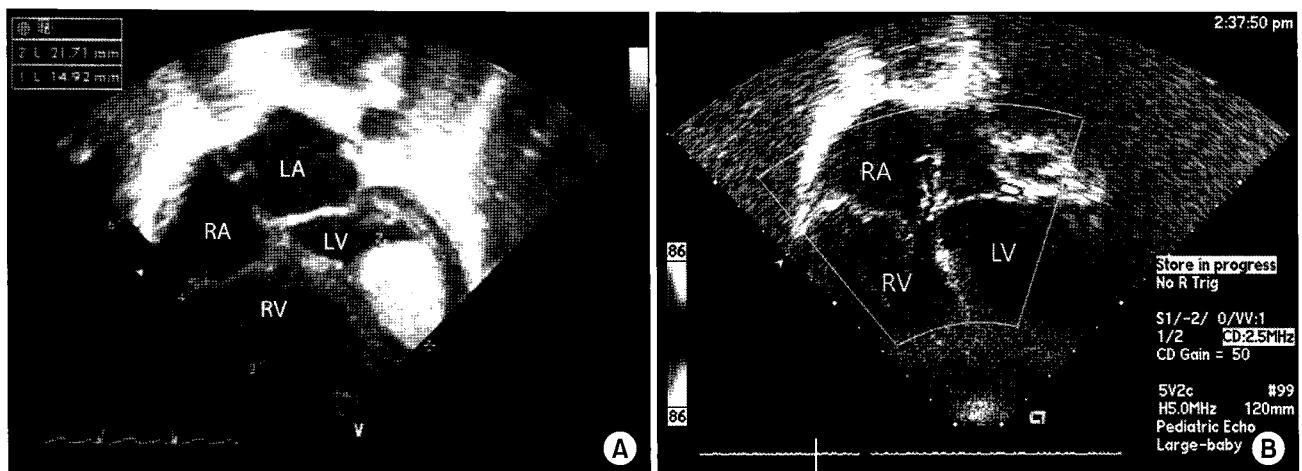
Serial follow-up echocardiogram revealed initial huge mass in the left ventricle arising from ventricular septum at 2 days of age (A) disappeared completely by the age of 18 months. (B) RA=Right atrium; RV=Right ventricle; LA=Left atrium; LV=Left ventricle.
